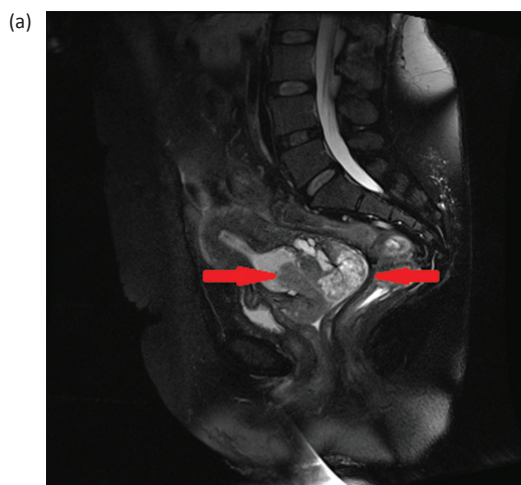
(а) МРТ-изображение, сагиттальный срез, стрелками показано первичное распространение опухоли шейки матки, зональная структура шейки матки нарушена, вся шейка матки заполнена опухолью кистозно-солидной структуры, с неровными нечеткими контурами. Опухоль распространяется на тело матки, в окружающую параметральную клетчатку во все стороны (доходит до стенок таза), а также на своды и верхнюю треть стенок влагалища.
